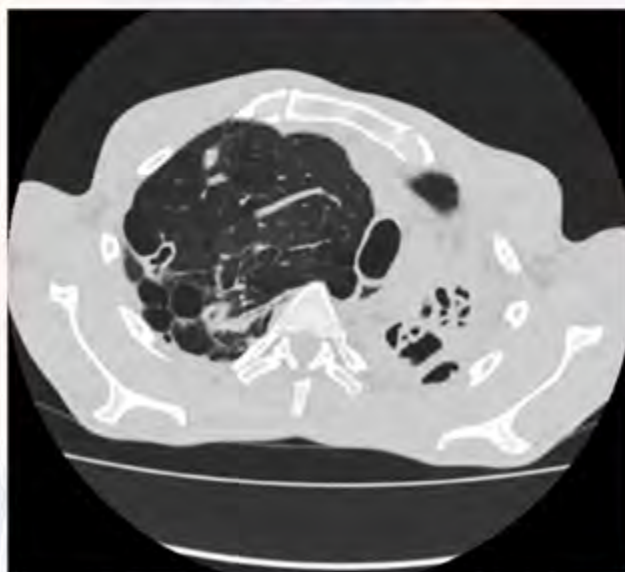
КТ ОГК: левое легкое уменьшено в объеме с замещением паренхимы фиброзной тканью с множественными осумкованными полостями, заполненными воздухом; средостение смещено влево; правое легкое увеличено с множественными субплевральными гиподенсивными тонкостенными полостями и перифокальными линейными фиброзными тяжами
